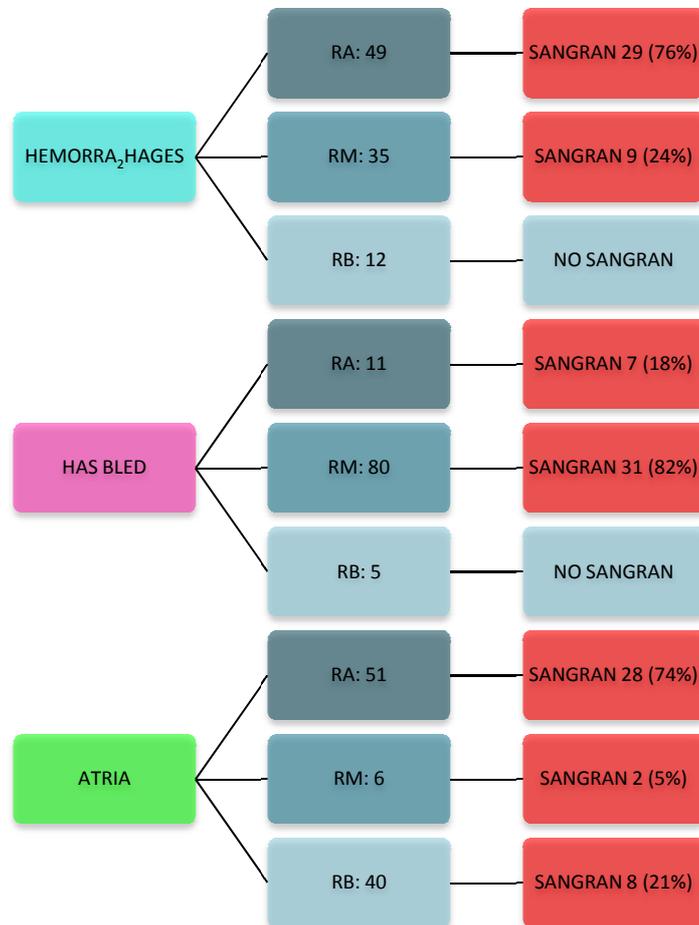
Figura n.º 2. Clasificación de los pacientes con sangrado según su clasificación para cada una de las herramientas. (RA: riesgo alto, RM: riesgo medio, RB: riesgo bajo).
